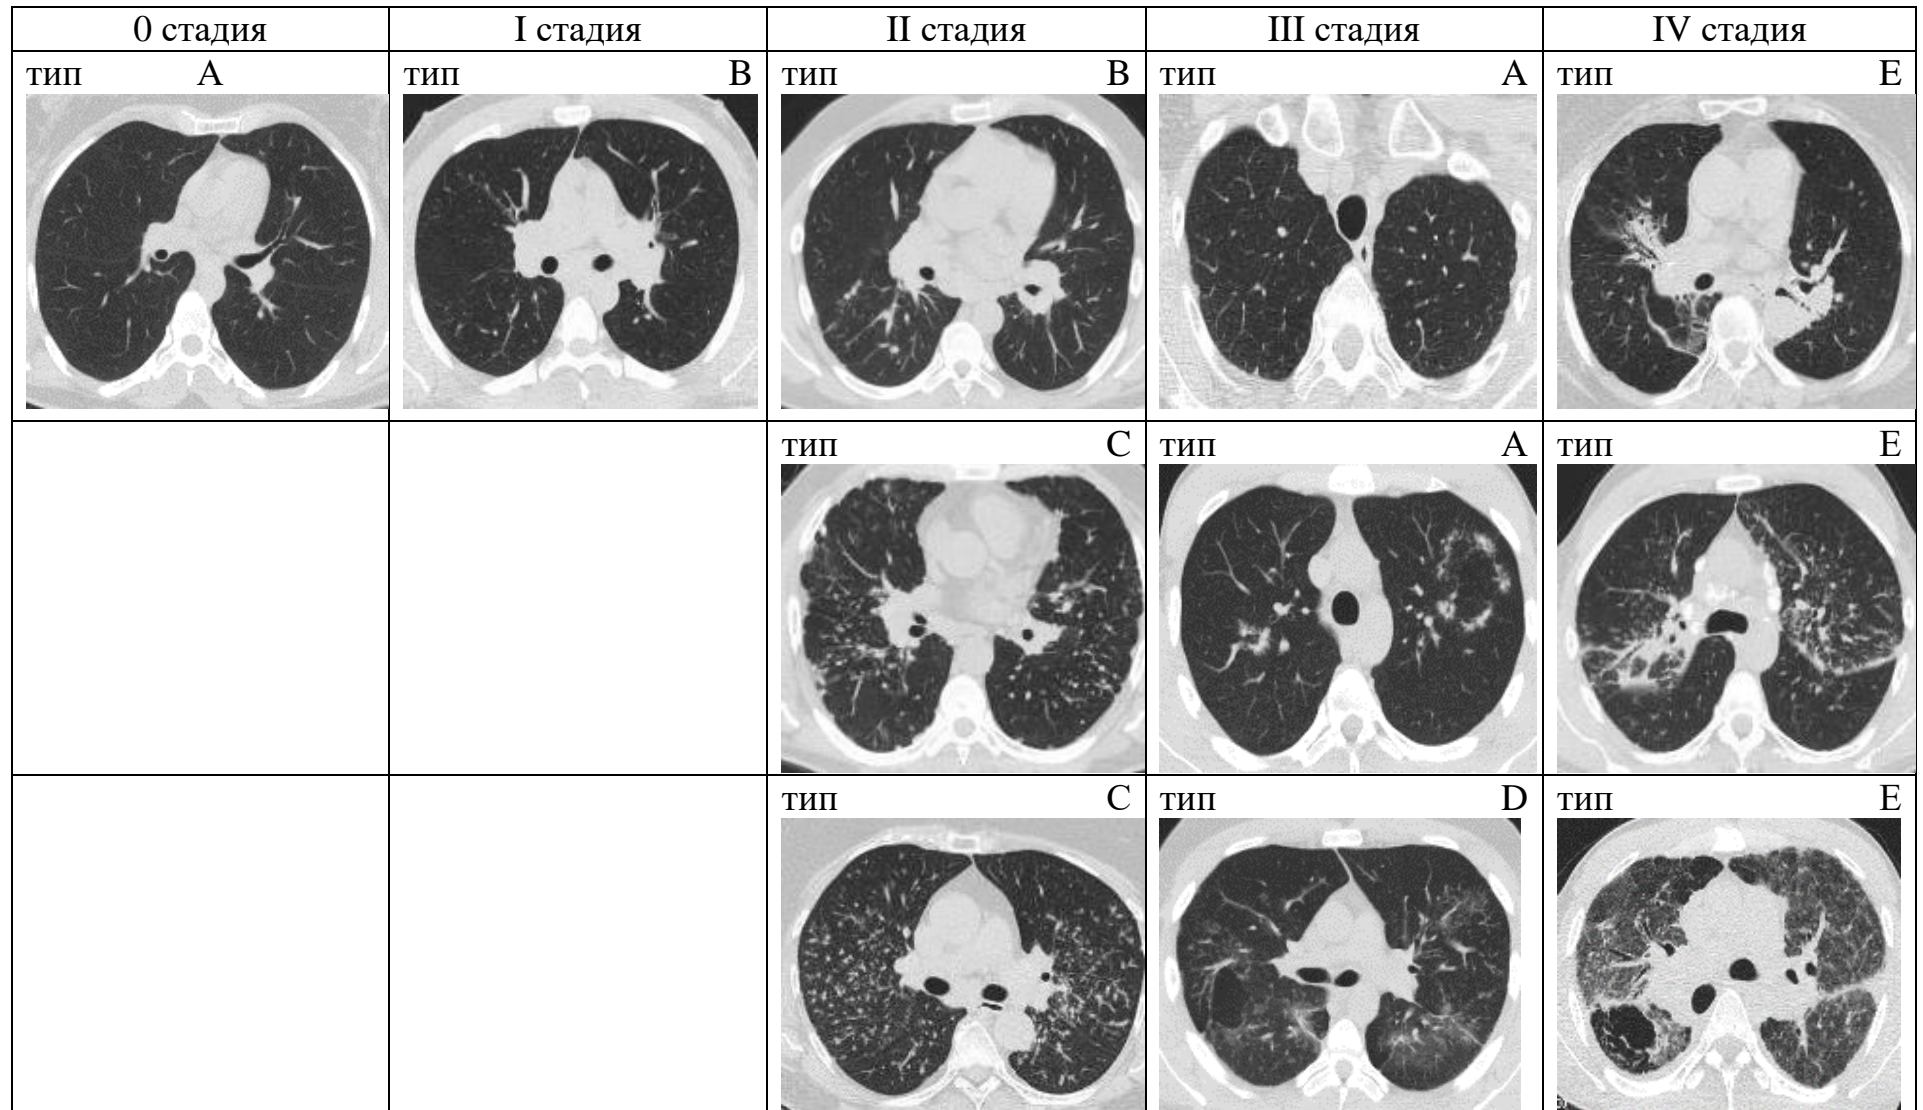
Соотношение рентгенологической картины СОД при разных подходах к стратификации.
